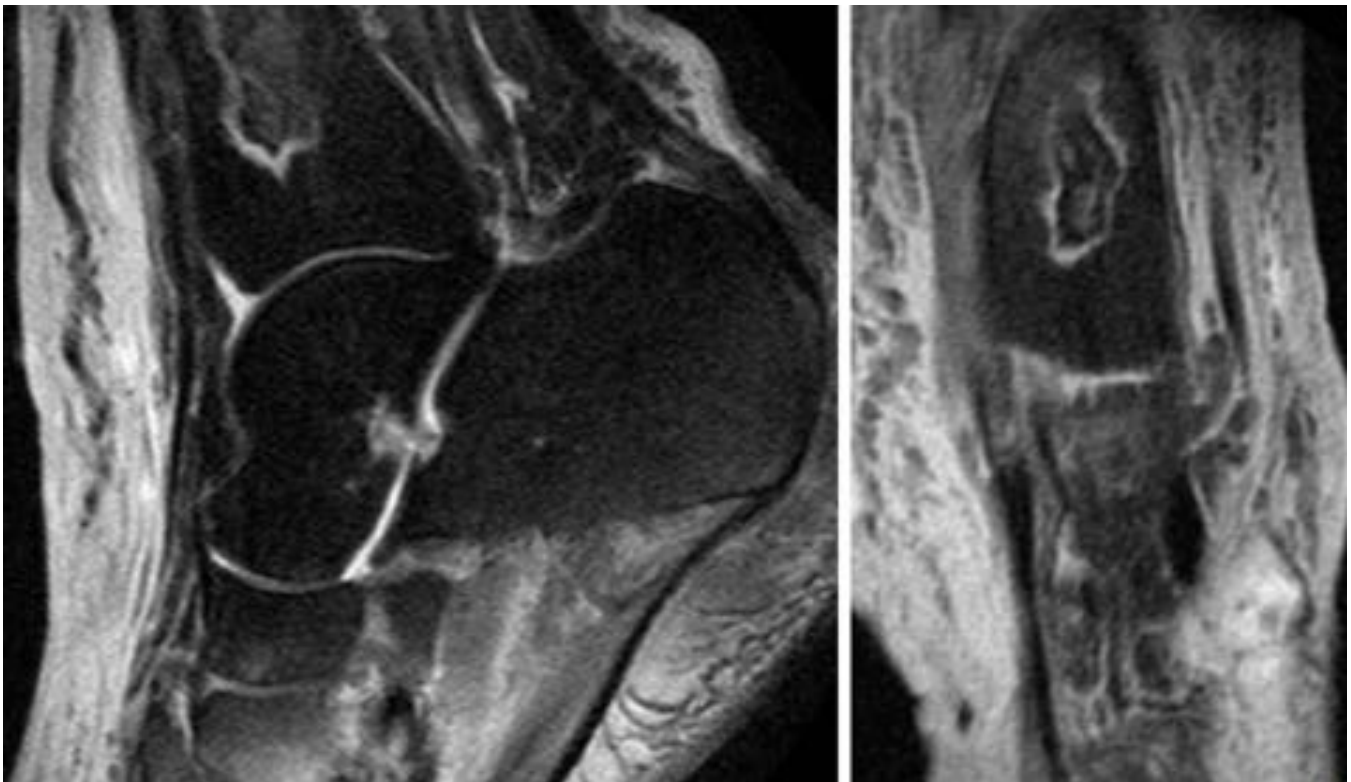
Imagen típica de infarto óseo. RM de pie con cortes sagital y coronal potenciado en DP. En la metafisis de la tibia se identifica la presencia de una línea serpiginosa de alta señal con un “core” hipointenso. Inicio de la necrosis ósea.
